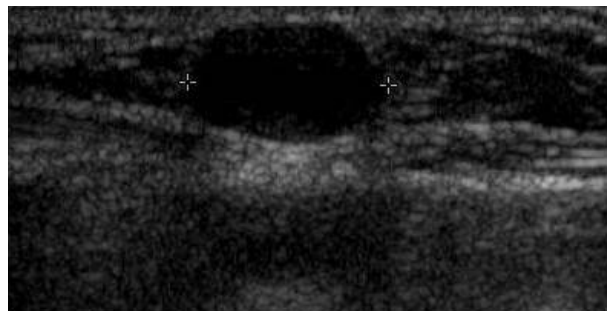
A 69-year-old woman with neurilemmoma of the toe. Longitudinal sonogram shows a well-defined, oval anechoic mass with posterior enhancement in the subcutaneous layer.
